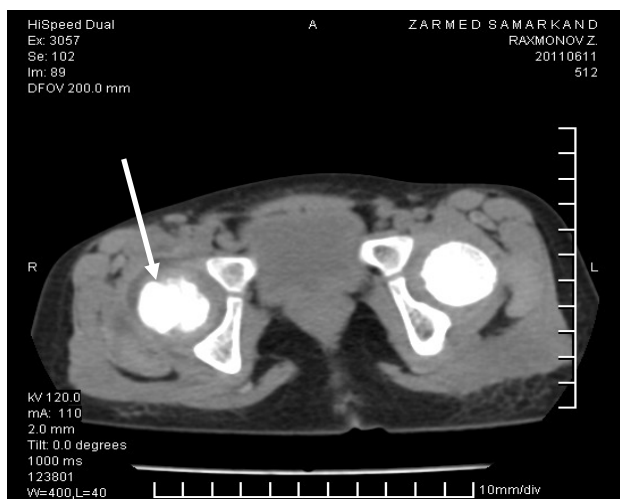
КТ костей таза мальчика 13 лет с острым гематогенным остеомиелитом, 7-ые сутки от начала заболевания. На снимке определяется отек мягких тканей, изменение контуров головки бедренной кости, ее утолщение, увеличение плотности, скопления жидкости (гноя) и нечеткость контуров на границе с отечными мягкими тканями
